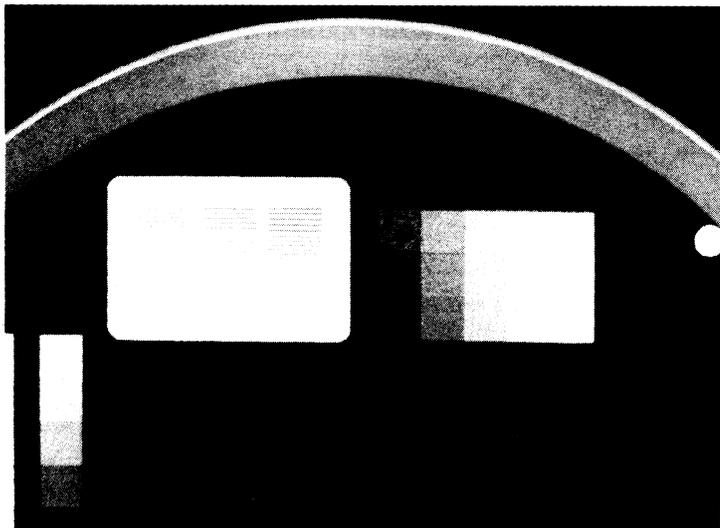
Radiographie du fantôme mammographique TOR (MAS) de Leeds
